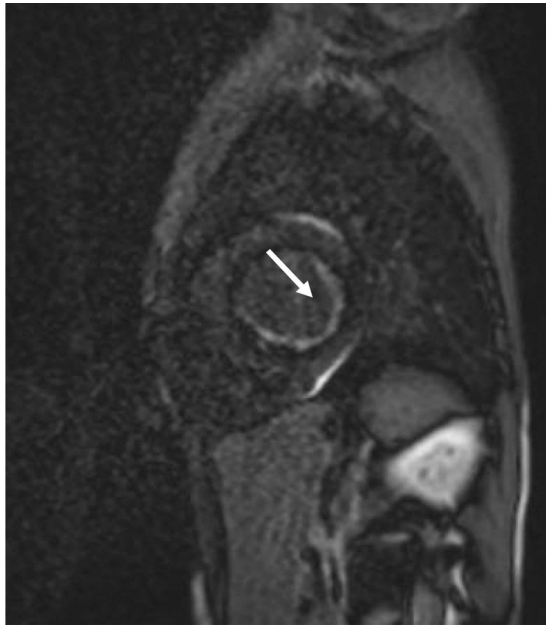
La RM muestra fibroelastosis endocárdica de ventrículo izquierdo.
